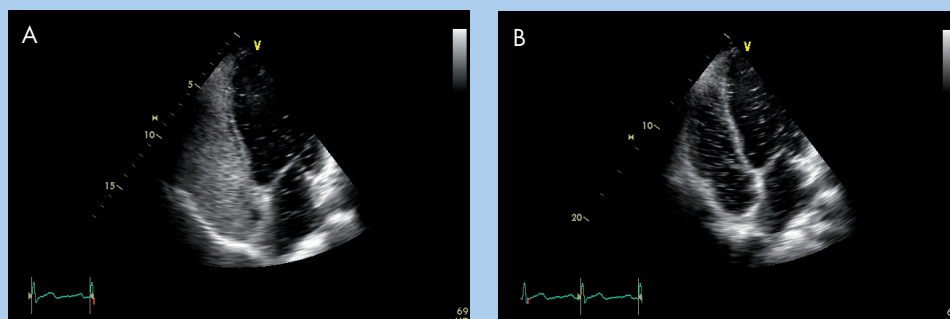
Ecocardiografía bidimensional de contraste. A: cavidades derechas con burbujas de suero salino agitado. B: tras 3-6 latidos, aparecen las burbujas en las cavidades izquierdas.
